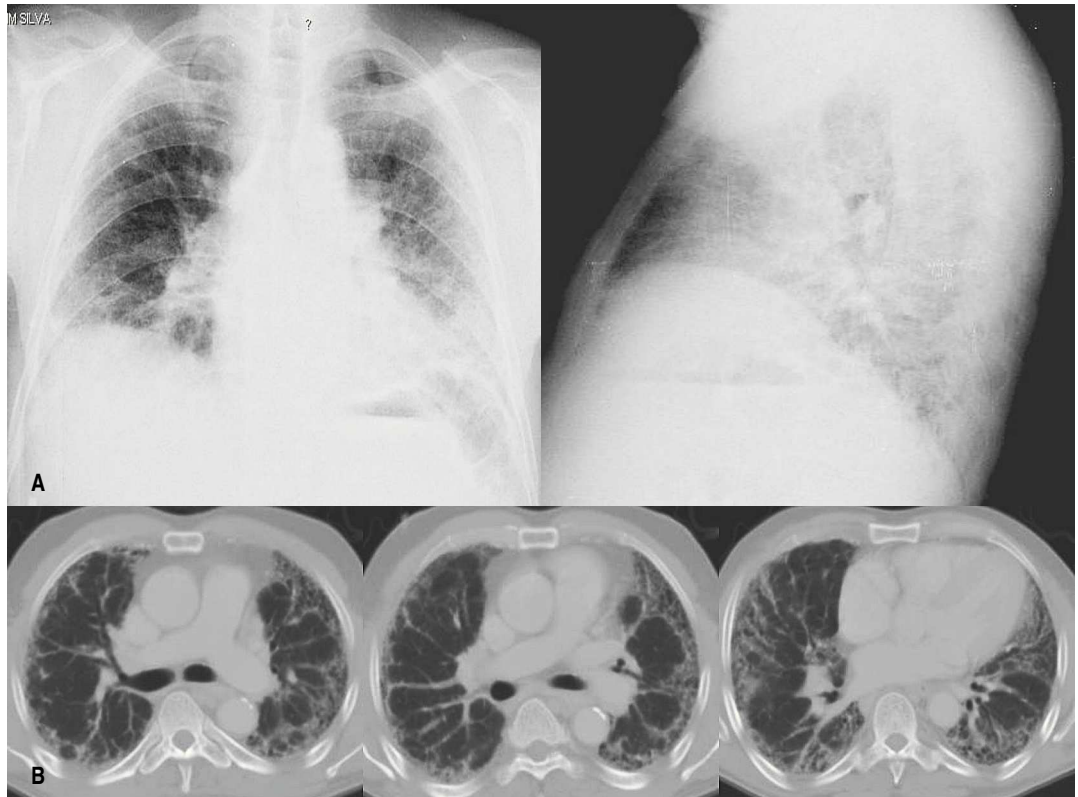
Fibrose pulmonar em doente com artrite reumatóide – Rx tórax (A) e TC torácica (B)
